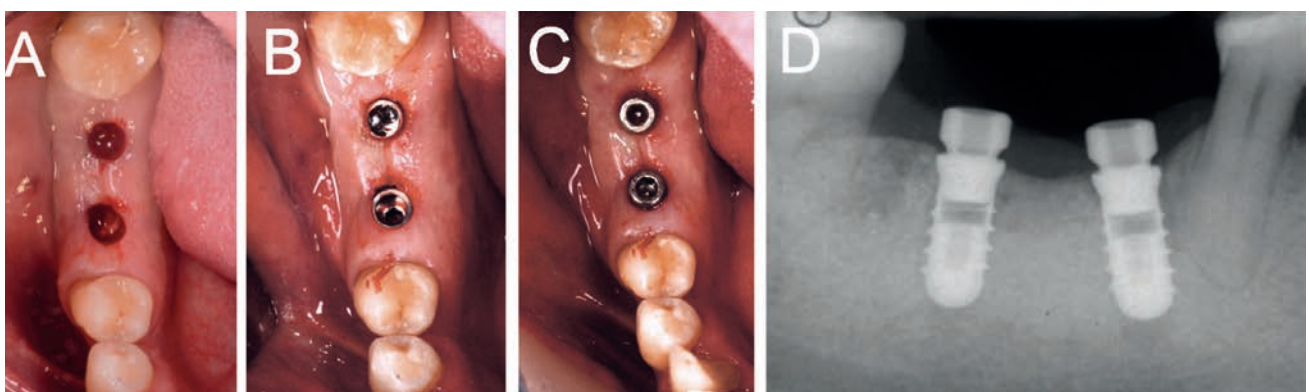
La preparazione avviene flapless e gli impianti #46 #47 sono inseriti in accordo al piano. La forte inclinazione del secondo pre-molare non rappresenta un problema. (A) mucotomia; (B) impianti inseriti; (C) tappi di guarigione; (D) radiografia endorale post-operatoria
